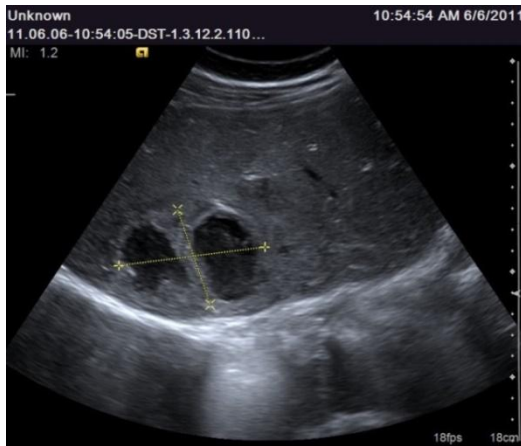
Aspect ecografic de formațiune cu componentă transsonică
